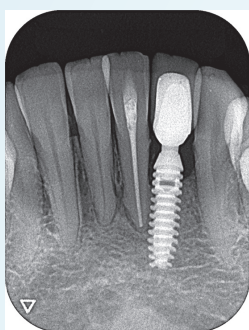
根管充填から2年後のデンタルX線写真と口腔内写真。腫脹と疼痛はなくなり、透過象は減少した。Tは生活反応がある。削りすぎずに根管形態に沿った理想的な根管拡大ができた
